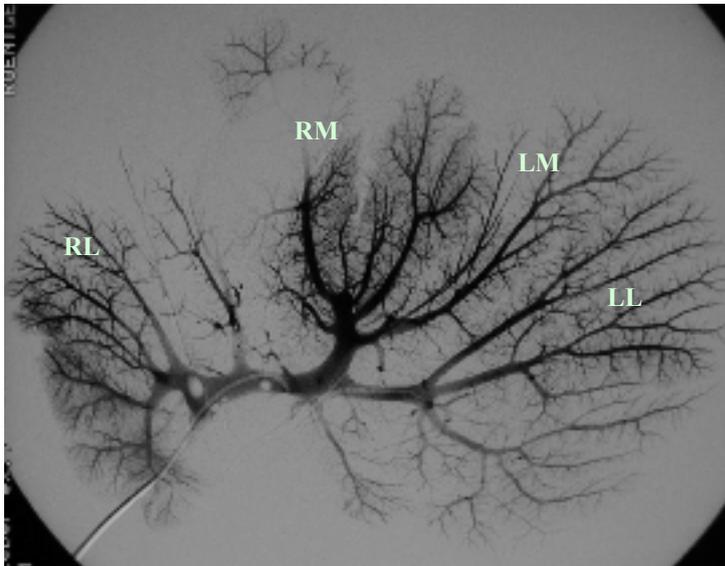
Ex-situ Portographie der AE-Gruppe (RM: rechtsmedial, RL: rechtslateral, LM: linksmedral und LL: linkslateral).
